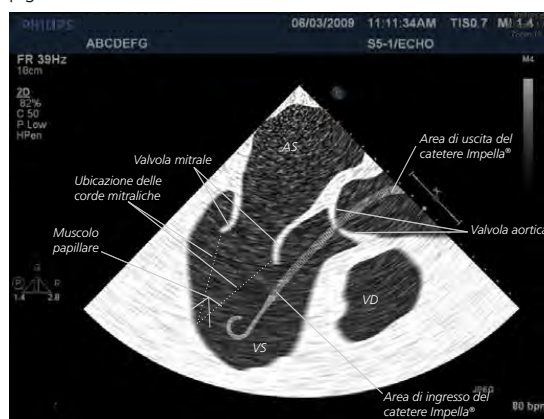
Ecocardiogramma transesofageo (TEE) del catetere Impella
